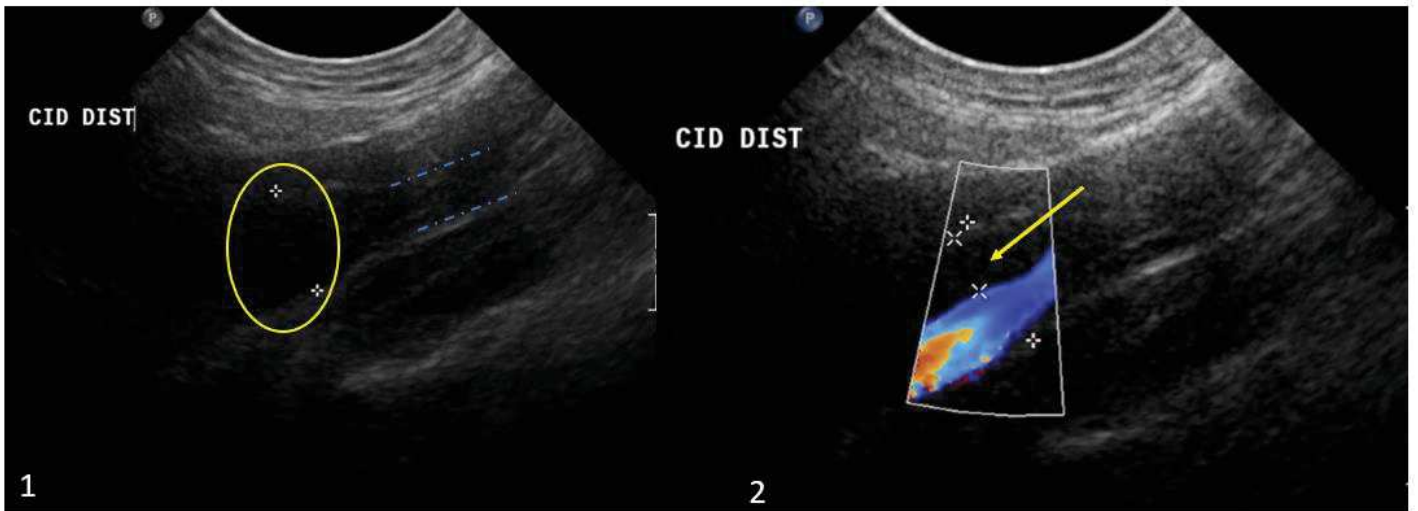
ETSA de la CID sans (1) et avec Doppler (2): dilatation de la paroi (paroi délimitée par les étoiles dans le cercle), hématome de paroi (flèche) apparaissant hypoéchogène
